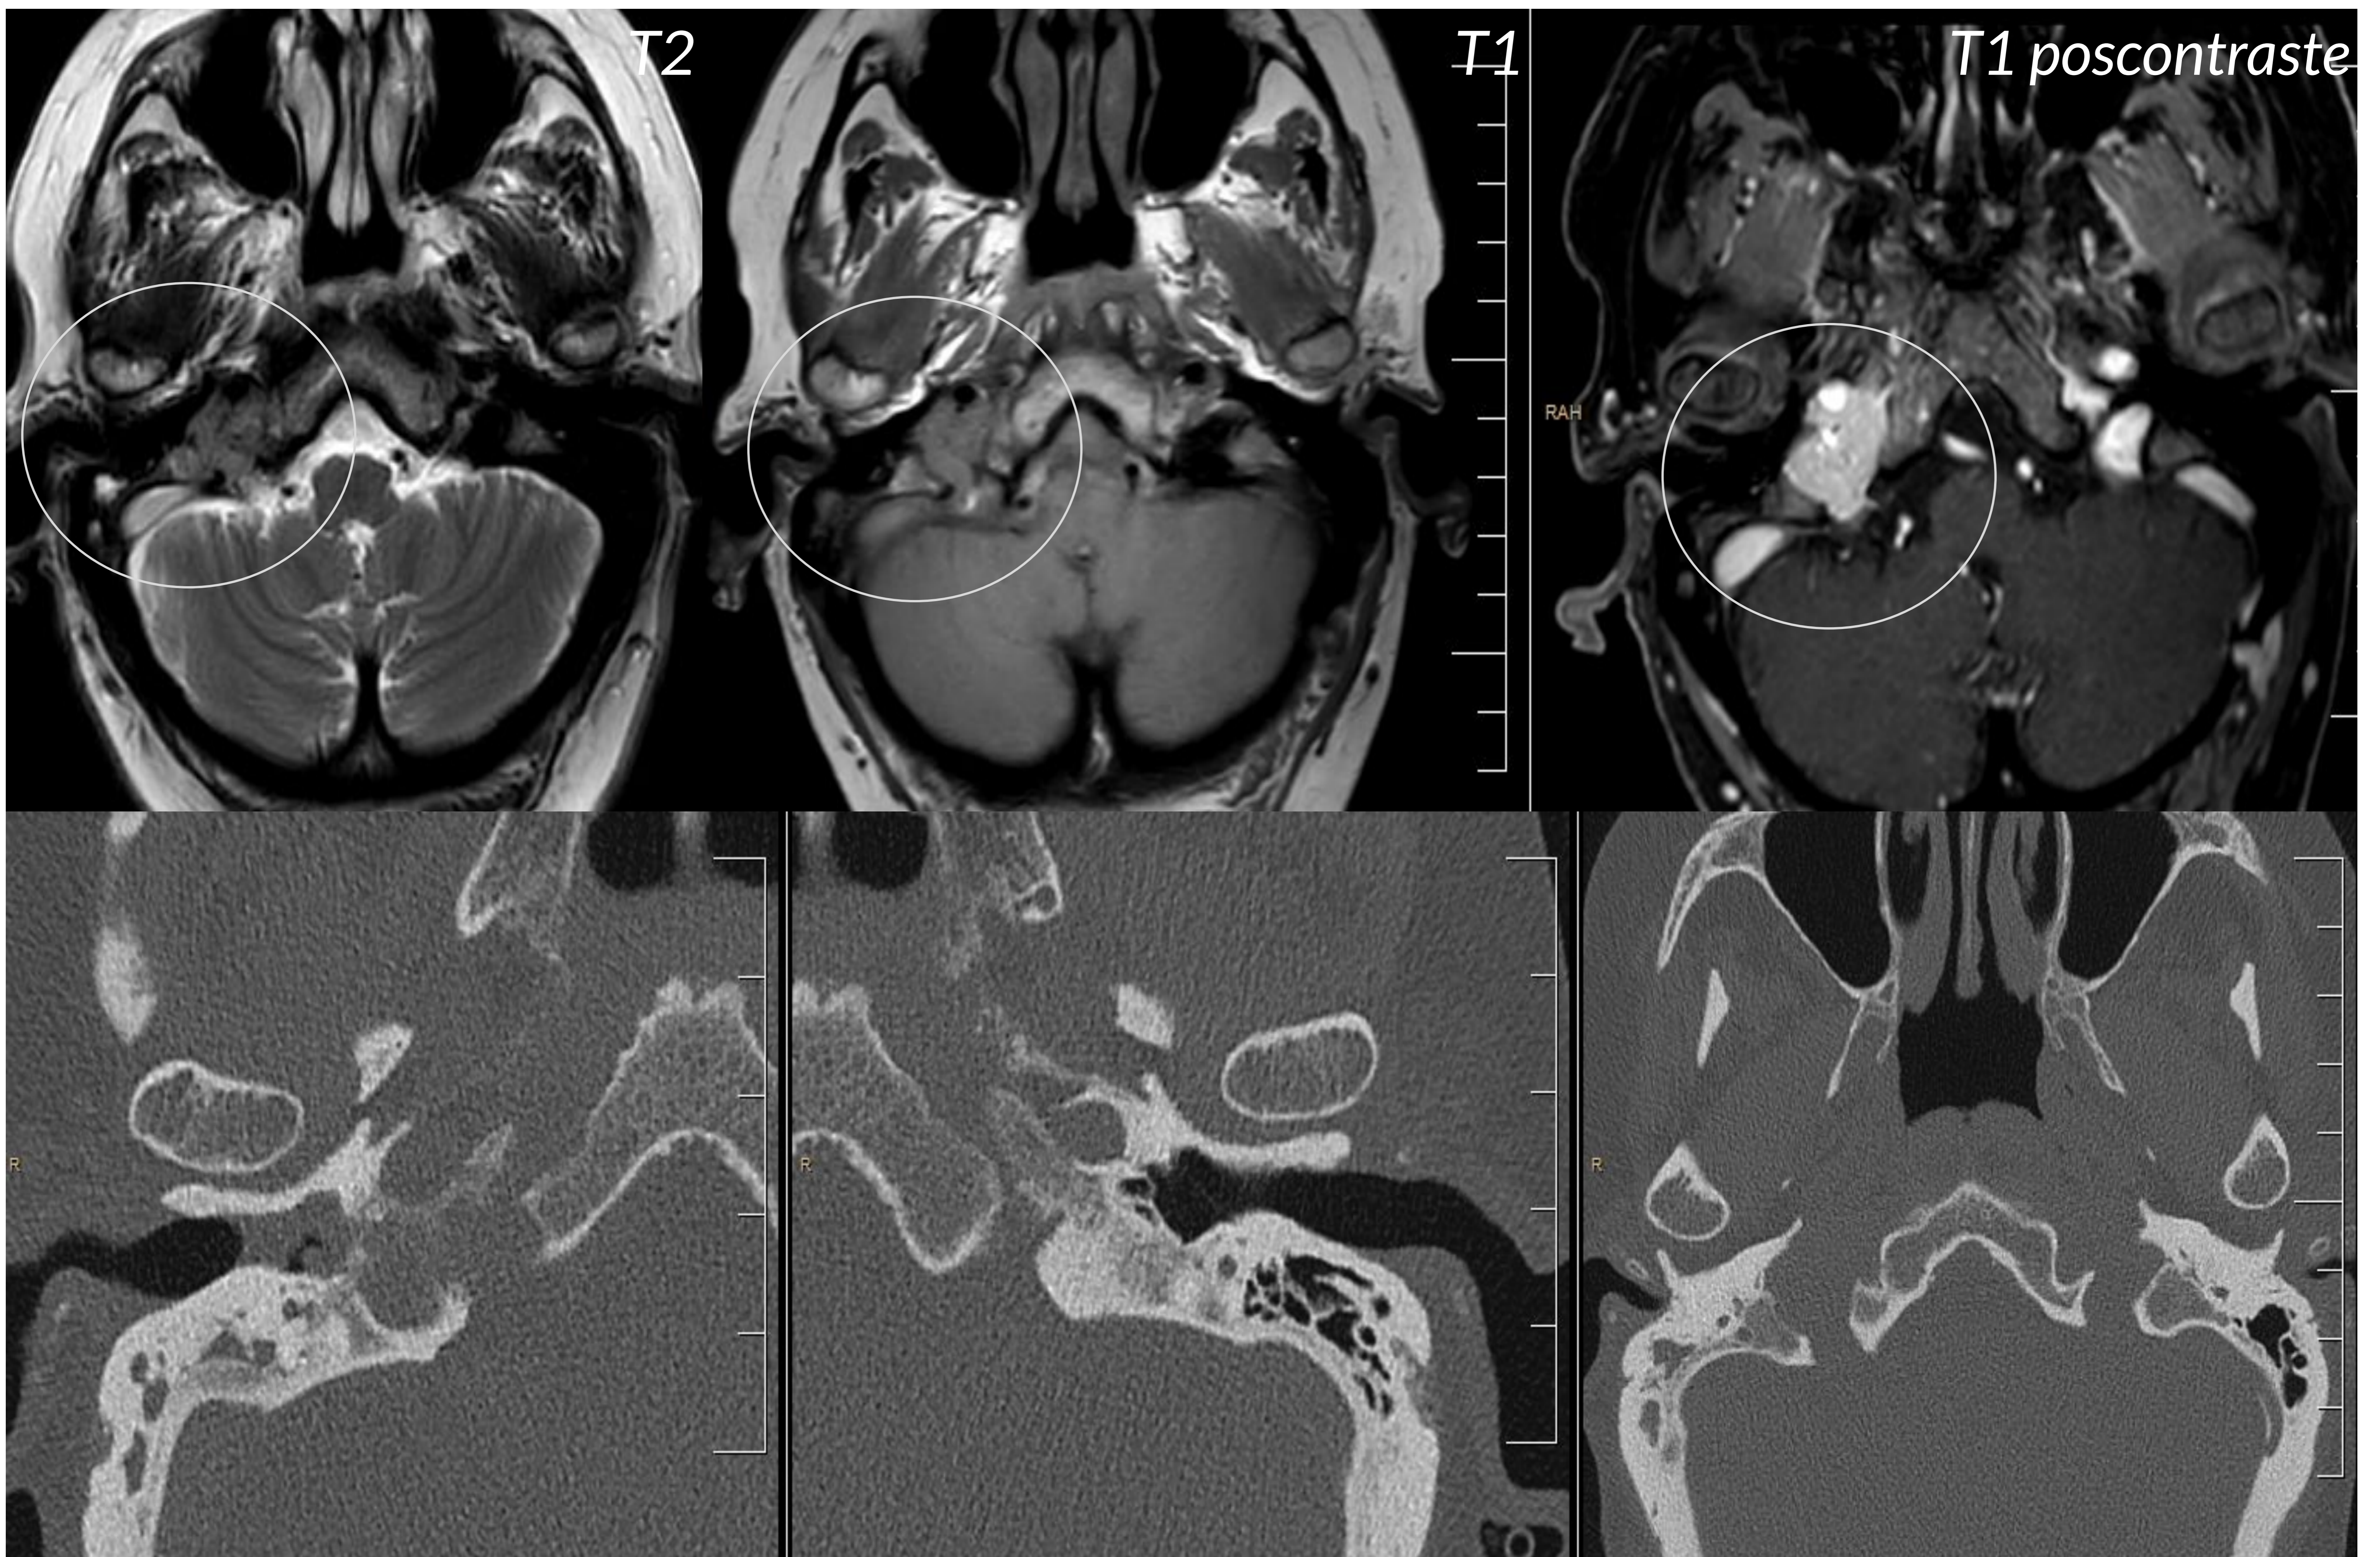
TC de peñascos y RM craneal. Cortes axiales.
